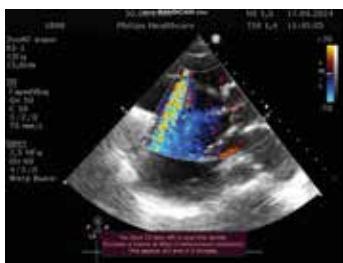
Трансторакальная эхокардиография: значительное расширение левого желудочка и тяжёлая аортальная регургитация
